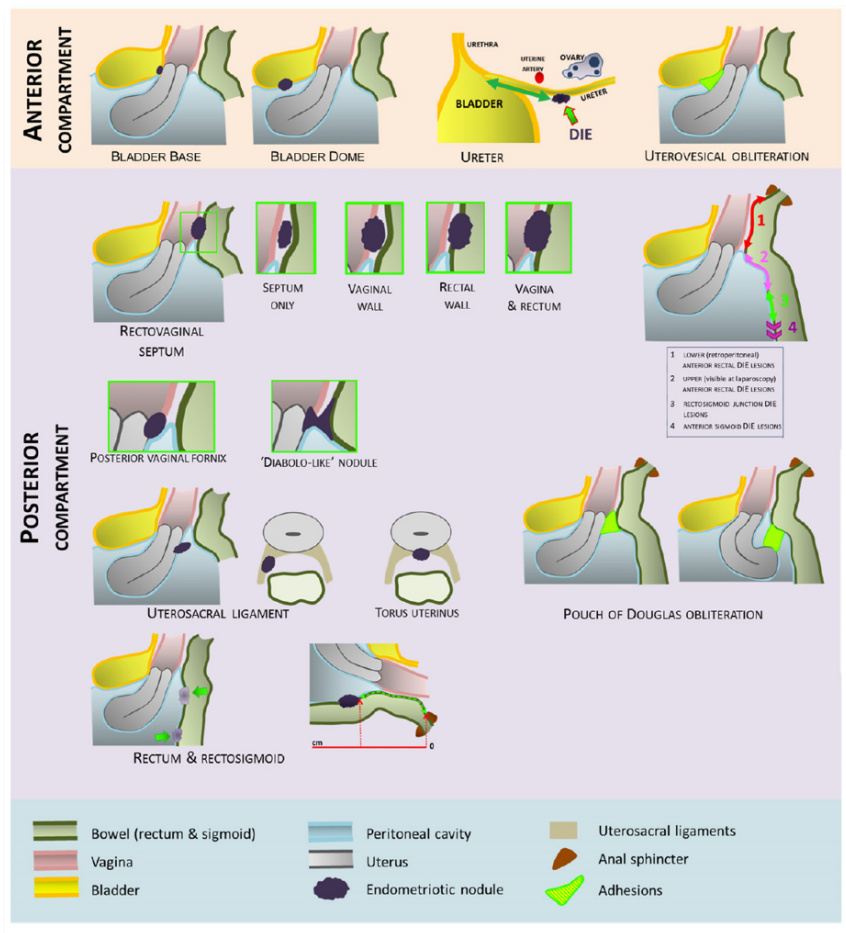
Localitzacions de les lesions d'endometriosi profunda. (Font: Guerriero S, *Ultrasound in Obstetrics & Gynecology*, 2016)
